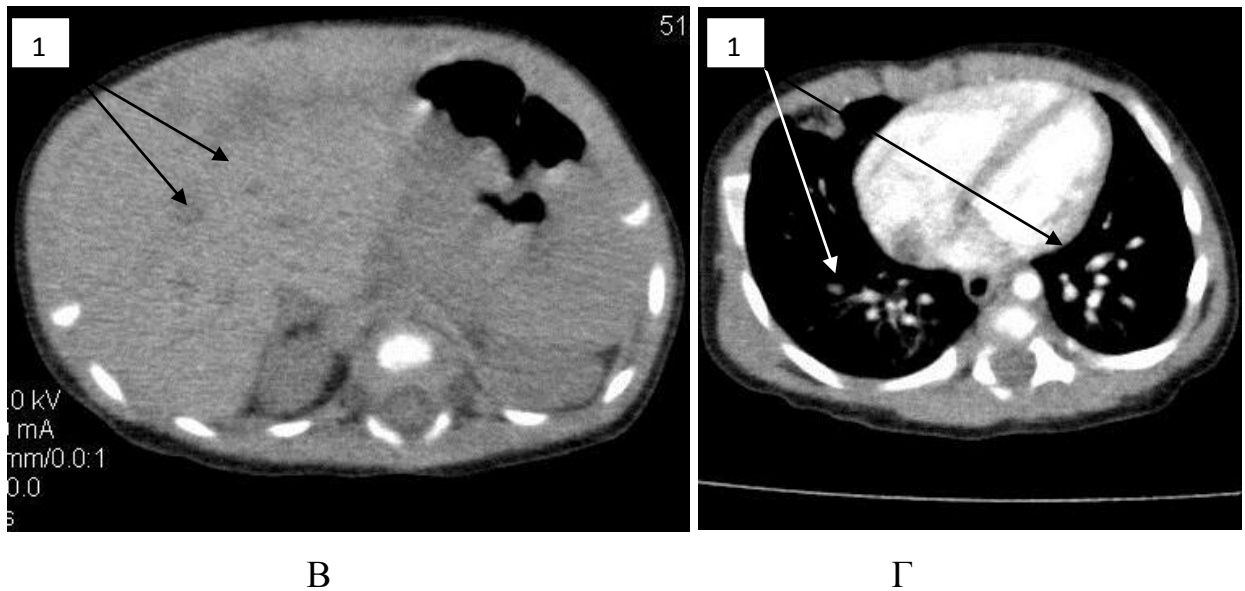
Дитина Л., вік 1 міс., МКСХ №11322. Д-з: Гемангіоматоз: ГА передньої черевної стінки, печінки, легень, брижі тонкої кишки, V пальця лівої стопи. А – загальний вигляд; СКТ від 21.09.2015 р.: Б – 3D реконструкція пухлини передньої черевної стінки; В – КТ скан печінки; Г – КТ скан легень, 1 – ГА.
